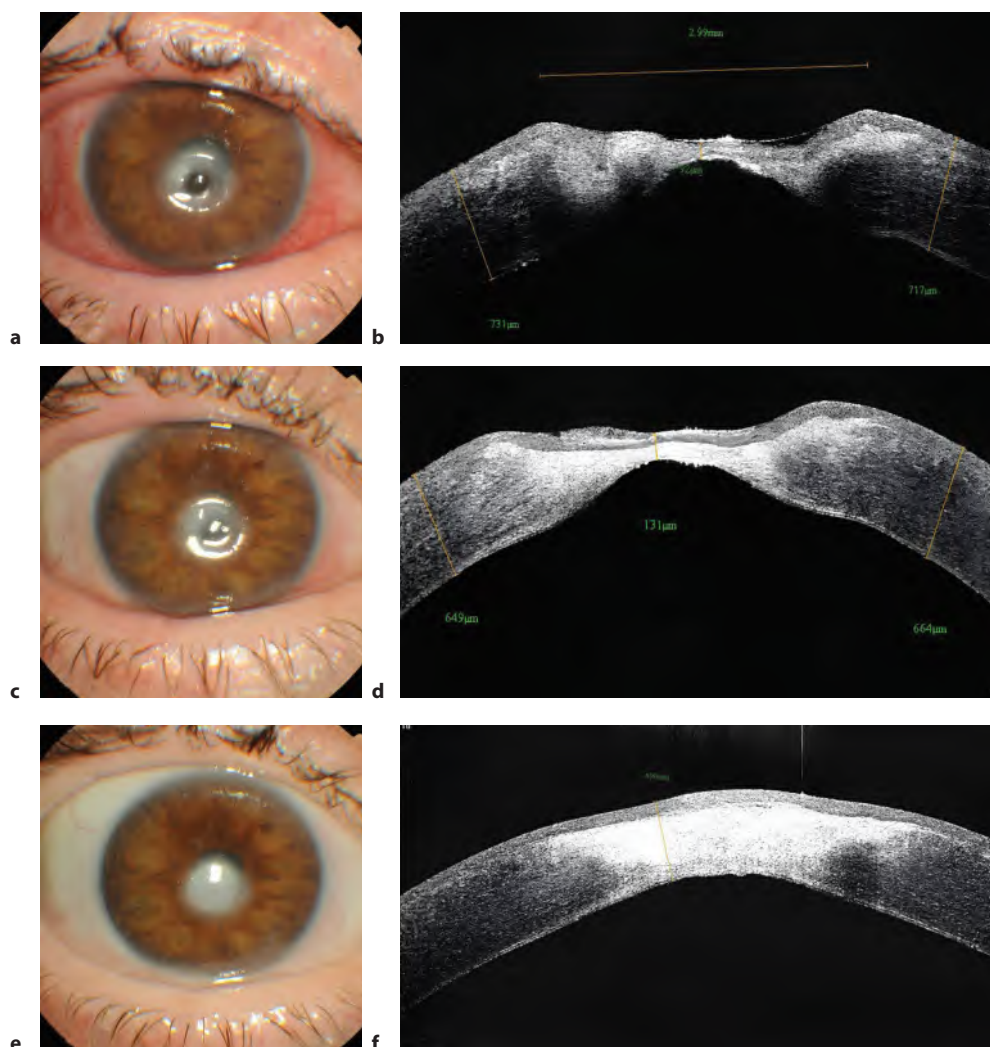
Результаты обследований пациента Ч.: а – фотография переднего отрезка глаза; б – оптическая когерентная томограмма роговицы; с – фотография через неделю после операции; д – оптическая когерентная томограмма через неделю после вмешательства; е – передний отрезок через 9 месяцев; ф – оптическая когерентная томограмма через 9 месяцев
